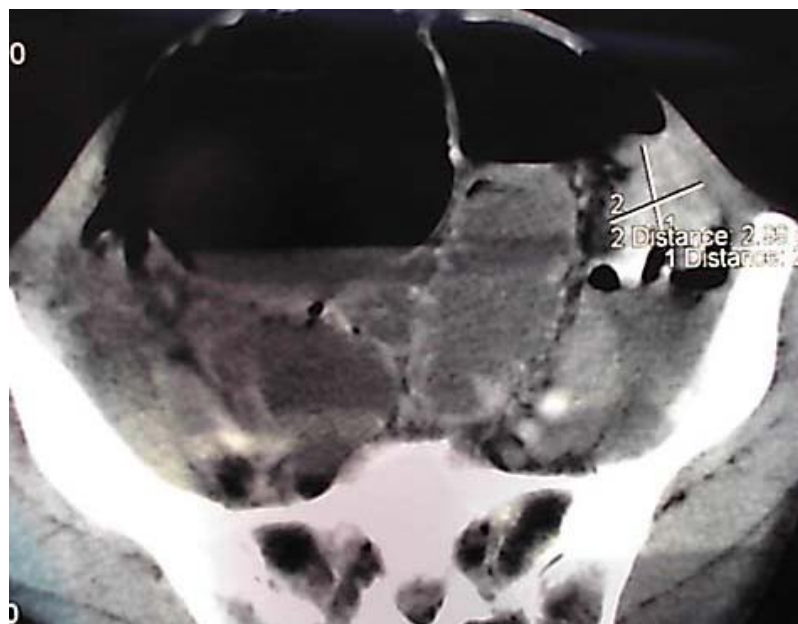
TDM – Tumeur du colon descendant occlusive.
